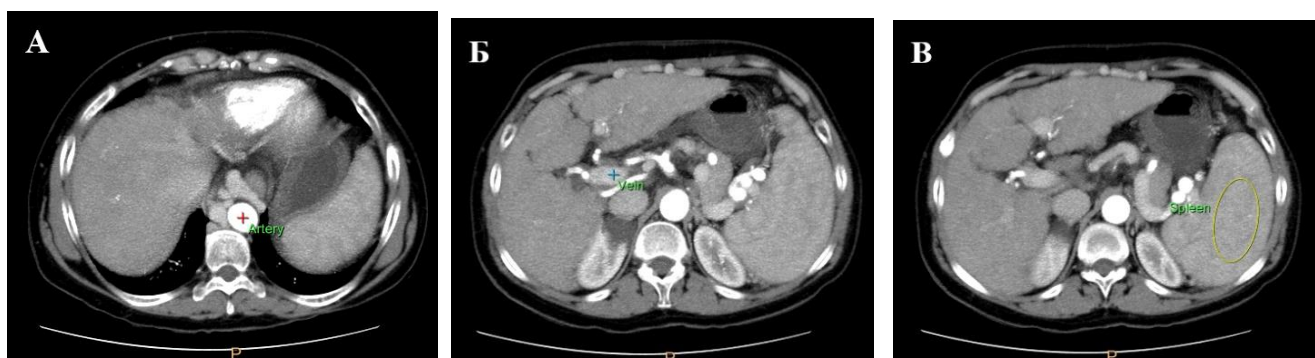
Зоны интереса в проксимальных отделах брюшной аорты (А), стволе воротной вены (Б), селезенке (В), выставляемые на первом этапе постобработки КТ-перфузии печени.
